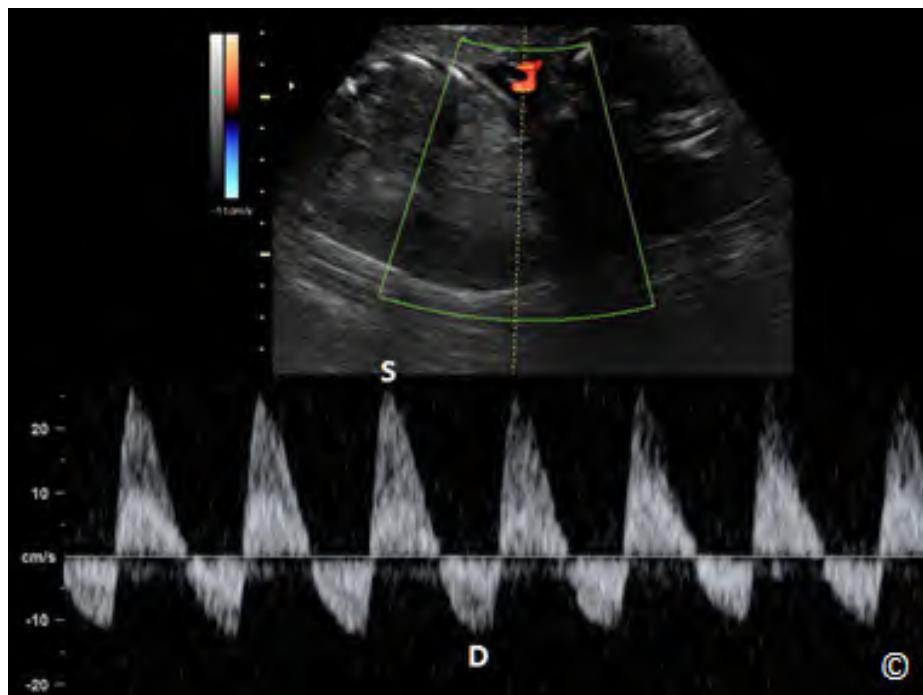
Chế độ siêu âm Doppler màu cho thấy phần dây rốn tại vị trí cắm vào bánh nhau (A), phần tự do trong khoang ối (B) và phần cắm vào ổ bụng (C)
